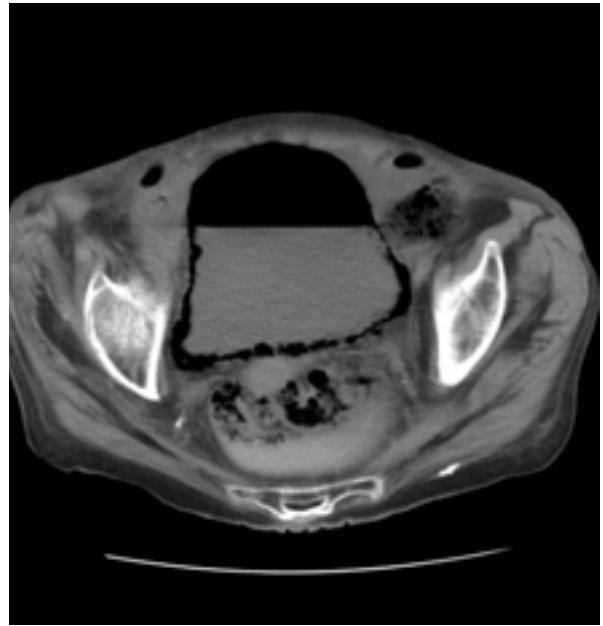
TAC: La presencia de gas en la pared vesical dibuja su contorno con absoluta nitidez. Gran cantidad de gas libre en vejiga.
